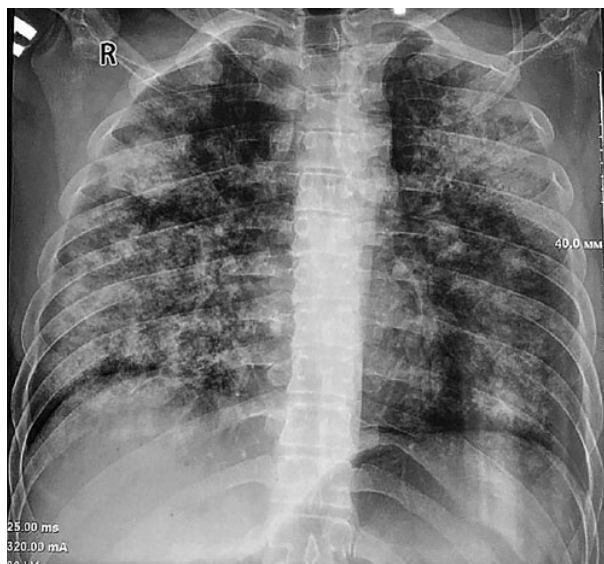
Рентгенографія органів грудної клітки пацієнта Ж. Діагноз — ГРВІ (при госпіталізації). 6-й день хвороби. Двобічні зливні зони зниженої повітряності легень
